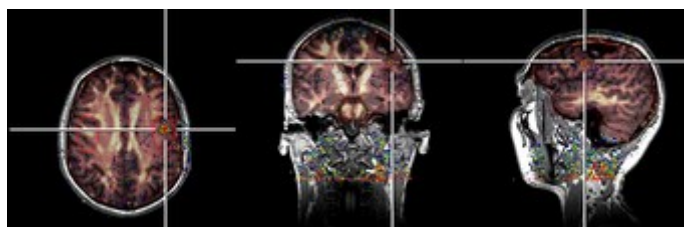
fMRT-PET-Kombinationsaufnahme⁹
